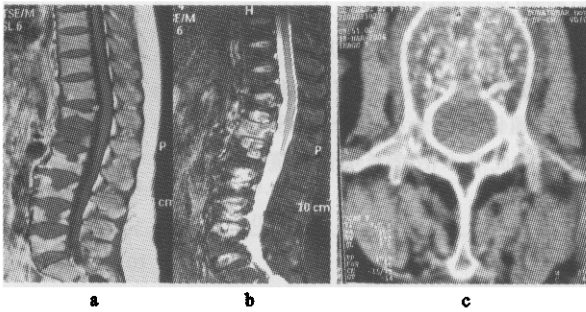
MRI 显示骨折椎体 T₁WI 呈低信号(a); T₂WI 呈高信号(b);CT 示椎体后壁完整(c)
